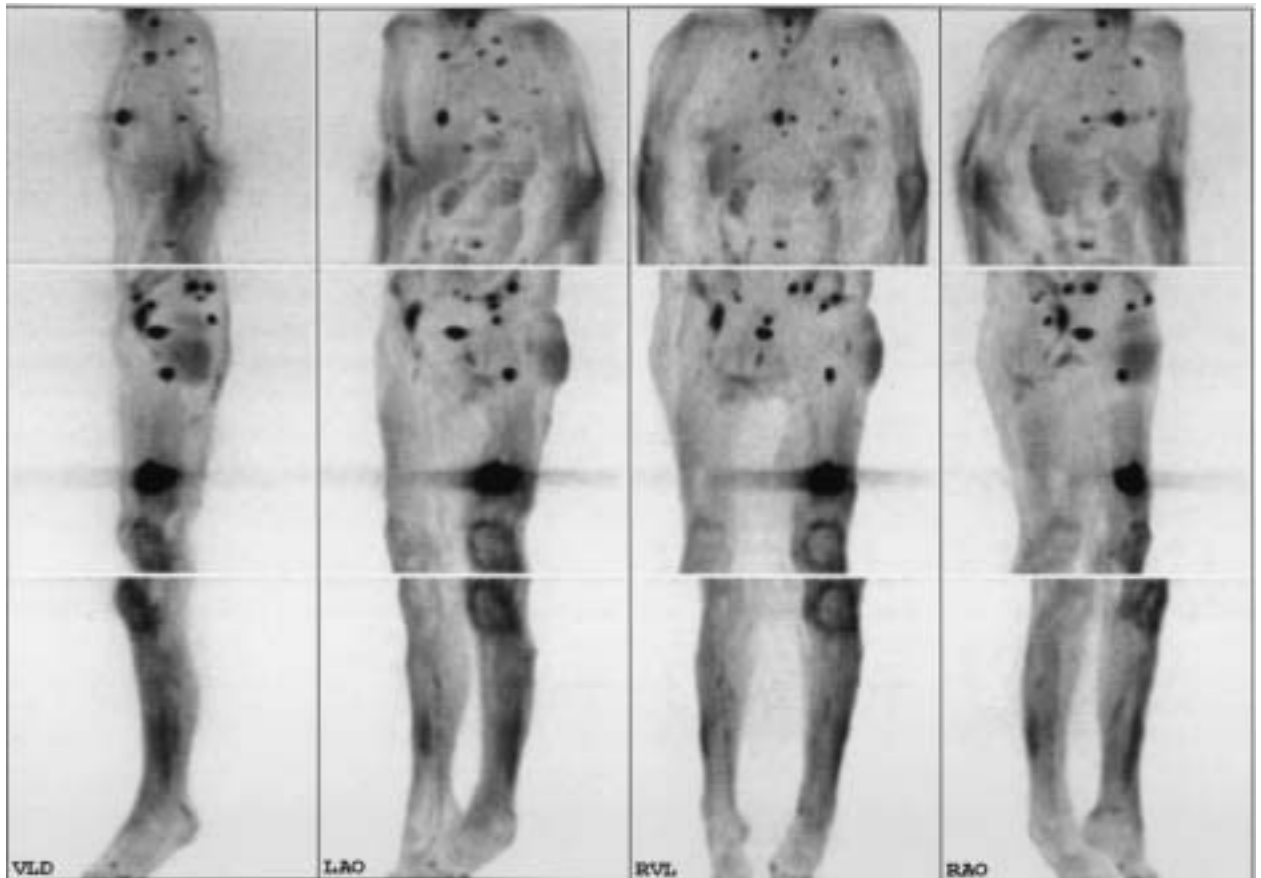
F-18-FDG-GK-PET bei einer 53-jährigen Pat. mit Chondrosarkom li. Femur.. Man sieht multilokuläre Anreicherungen des Tracers im distalen li. Femur, fokal solitär - im prox. li. Femur; im li. Beckenkamm; im Bereich von unteren HWS, BWK 8, LWK 3, dist. Corpus sterni, auch multiple Herde in Lungen, retropharyngeal. PET stellte richtig die Diagnose der multiplen Metastasierung (sowohl in Skelett, als auch in innere Organe). Die Ganzkörper-Skelettszintigraphie hat keine Hinweise auf Knochenmetastasen gegeben. Die Diagnose wurde durch anderen Verfahren bestätigt.
